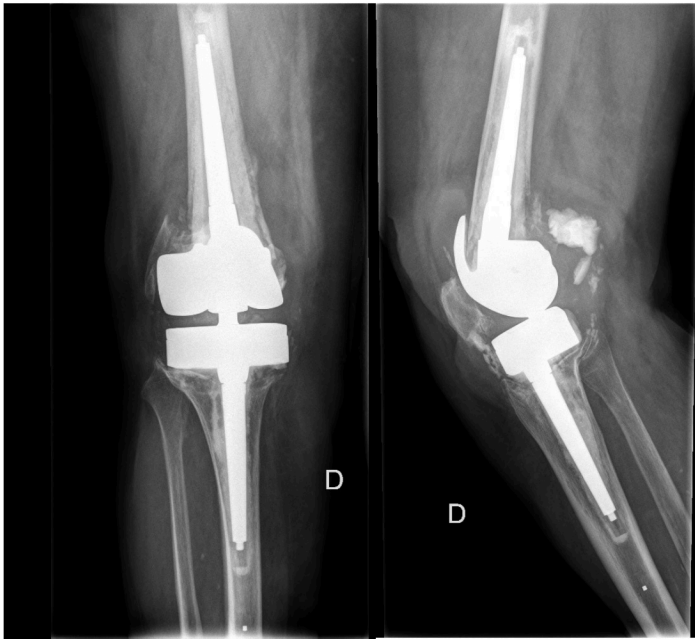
Cas 2 - Radiografia a l'any 2017 mostrant afluixament protètic.
